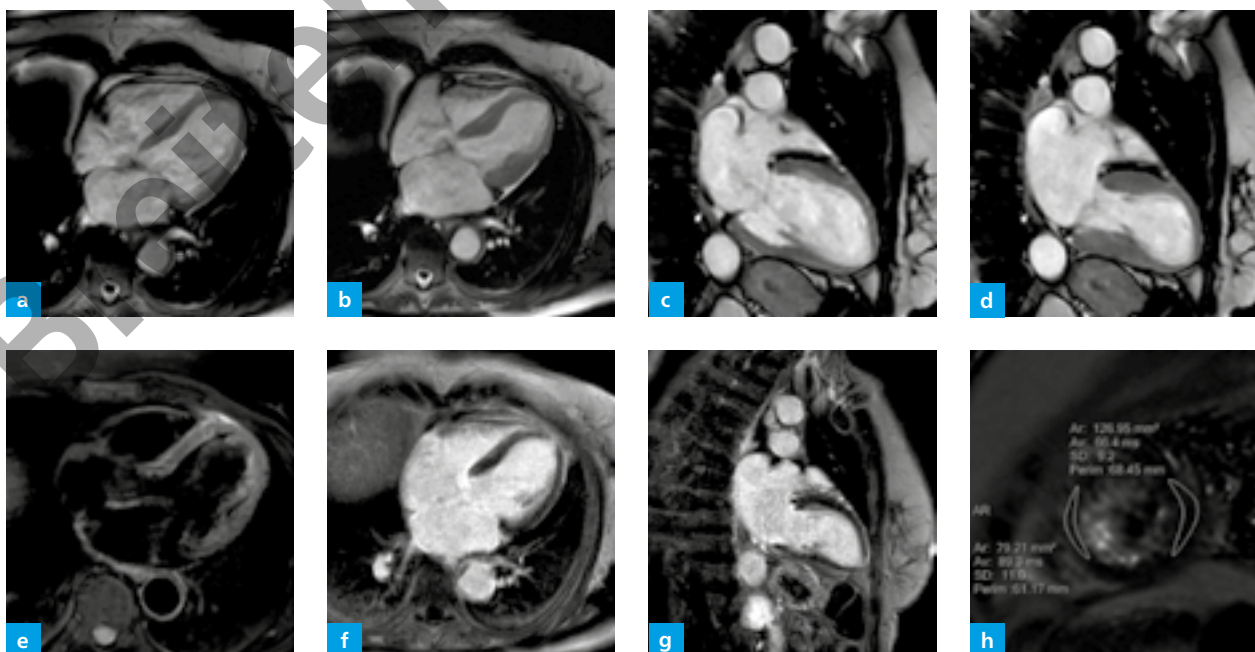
(a–h) MRT eines Tako-Tsubo-Syndroms bei einer 80-jährigen Patientin nach heftigem Streit mit dem Ehemann. Deutliche Hypokinesie der apikalen Segmente. (a–d) Cine-MRT (a, b) 4CH und (c, d) 2CH in (a, c) Diastole und (b, d) Systole. (e–g) Deutliches Ödem am Apex ohne sichtbares Korrelat im (e) fettsupprimierten Black-Blood T2w und im LE in (f) 4CH und (g) 2CH ohne Kontrastmittelanreicherung. (h) T2-Mapping 66 ms lateral und 89 ms septal.
